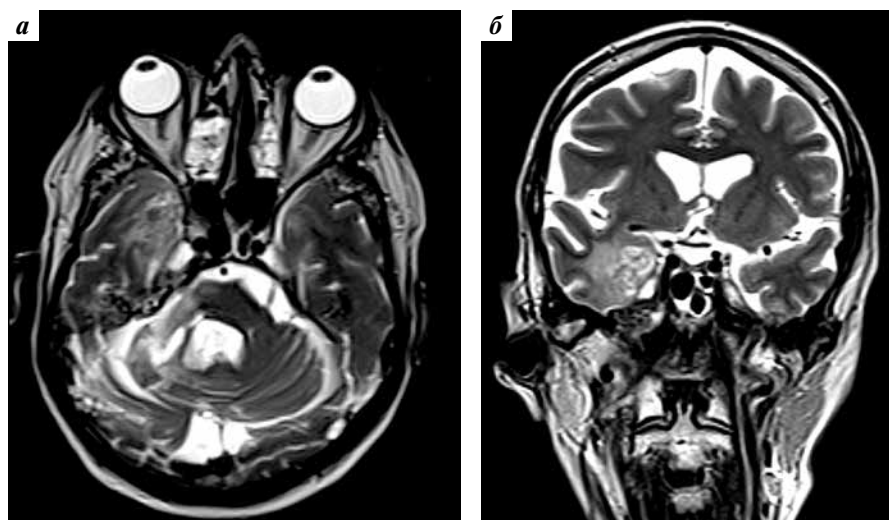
Магнитно-резонансная томография в аксиальной (а) и фронтальной (б) проекциях. Локальный рецидив
